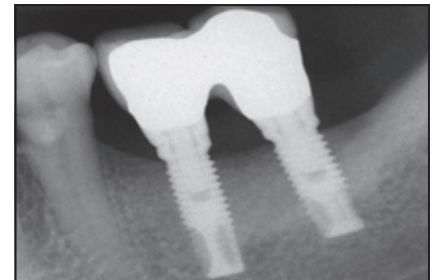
Periapikale Röntgenaufnahme bei der Kontrolle nach 12 Monaten.
